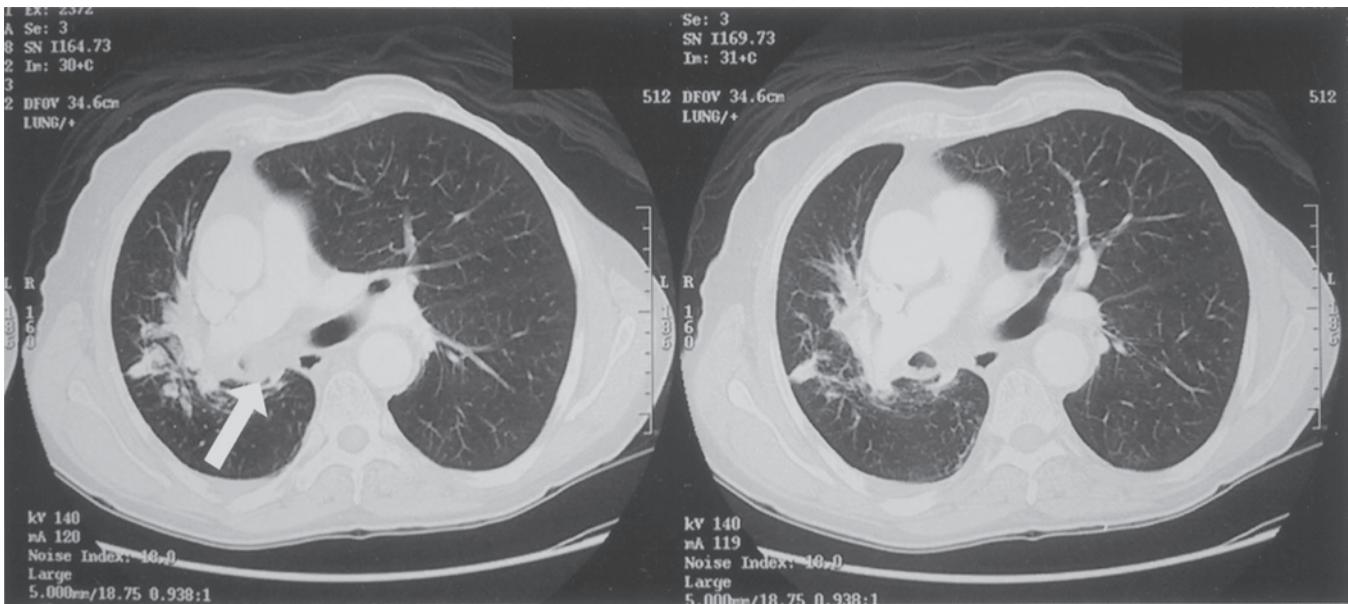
Tomografía computarizada de tórax que muestra un tumor que obstruye el bronquio principal derecho. La flecha indica la ubicación del bronquio principal derecho. El volumen del pulmón derecho es mucho menor que el del izquierdo.
